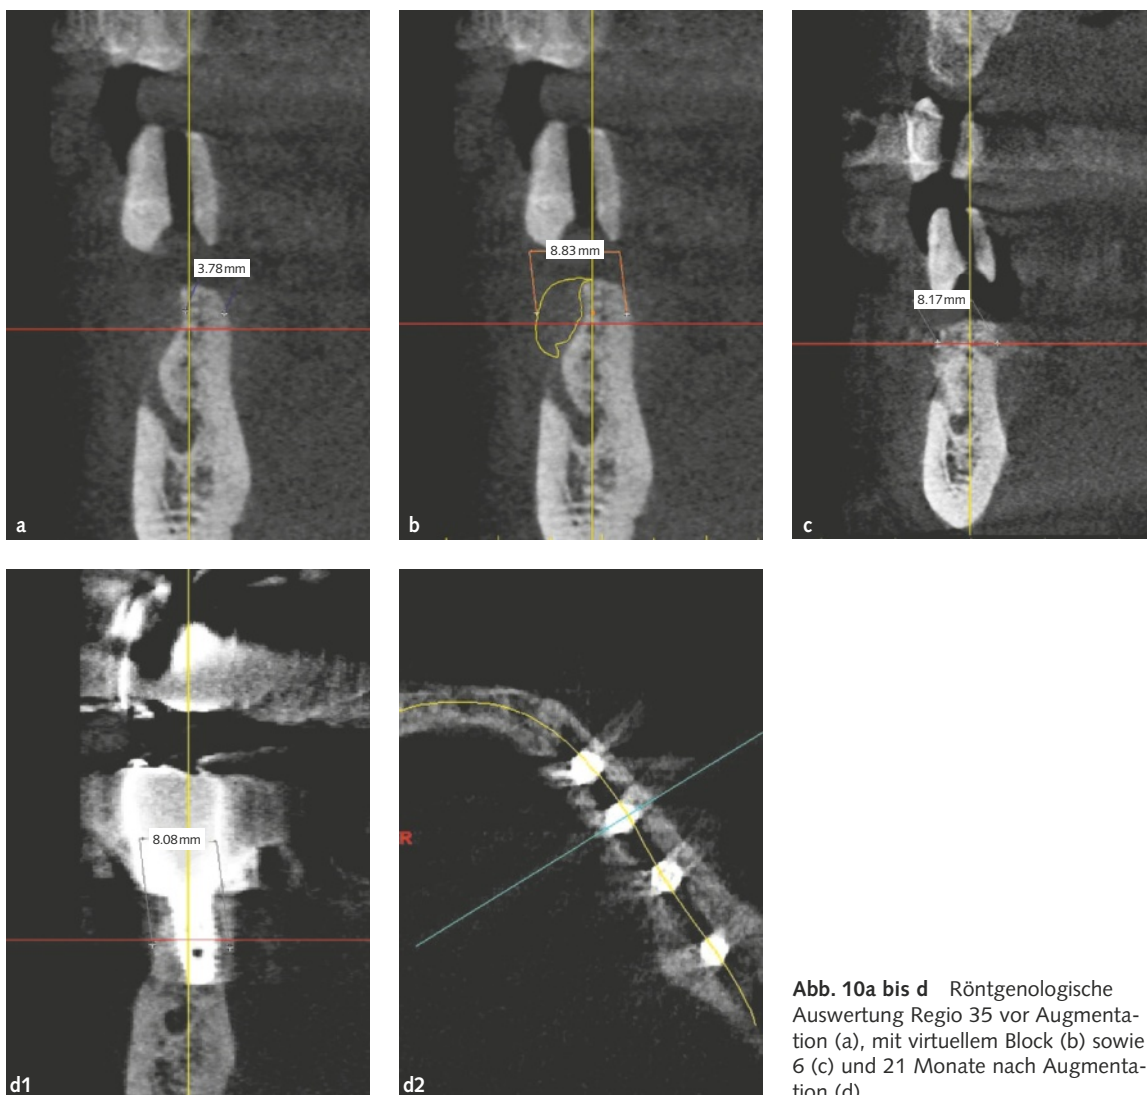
bis d Röntgenologische Auswertung Regio 35 vor Augmentation (a), mit virtuellem Block (b) sowie 6 (c) und 21 Monate nach Augmentation (d).
